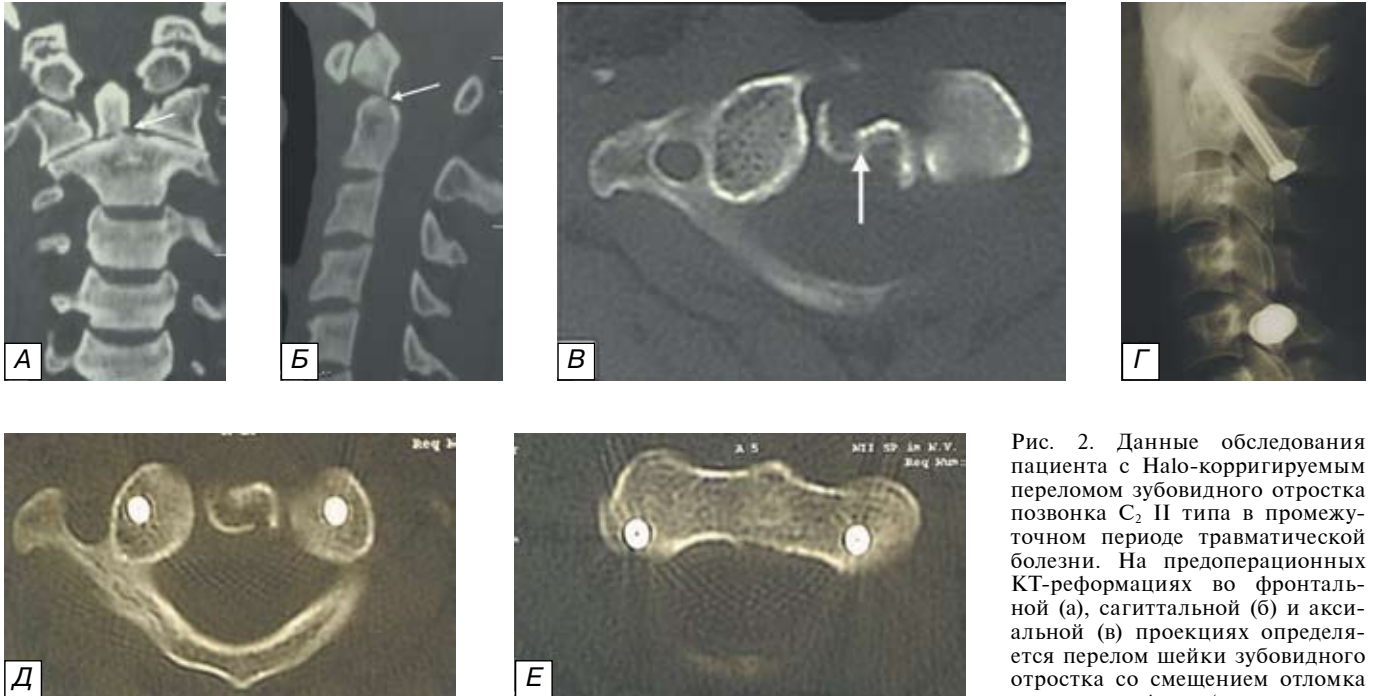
Данные обследования пациента с Halo-корректируемым переломом зубовидного отростка позвонка C₂ II типа в промежуточном периоде травматической болезни. На предоперационных КТ-реформациях во фронтальной (а), сагиттальной (б) и аксиальной (в) проекциях определяется перелом шейки зубовидного отростка со смещением отломка кпереди до 4 мм (указан стрелкой). На 37-е сутки после травмы
